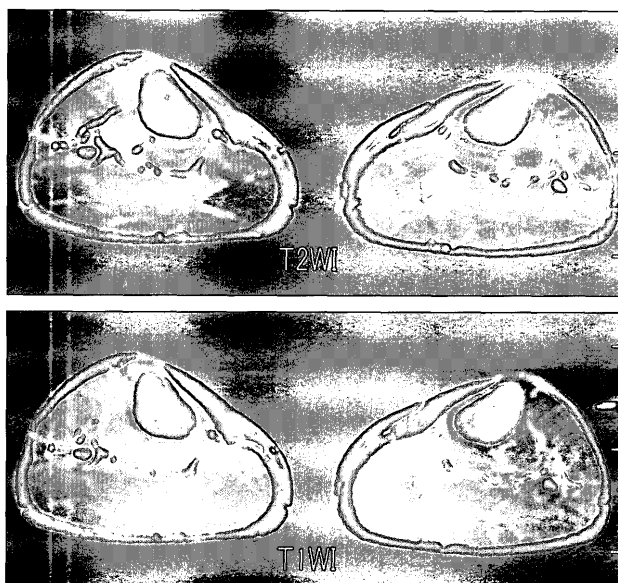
両側下腿部の MRI 画像 (症例 6).
